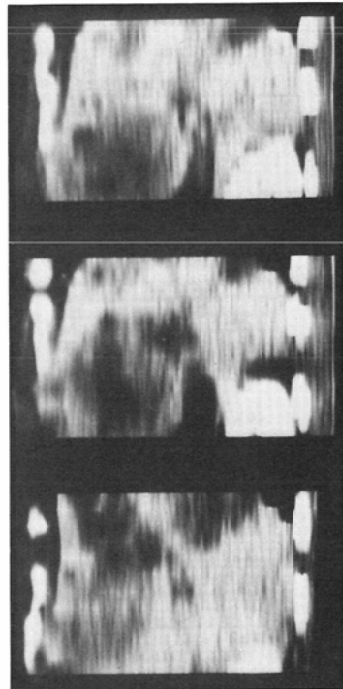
Sagittal images (X-ray CT) of case 2
